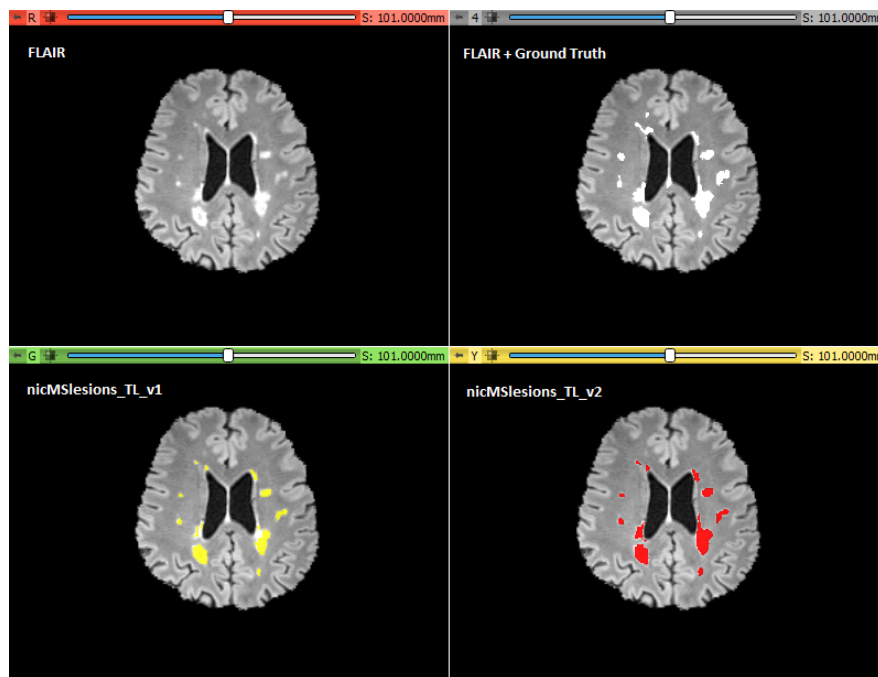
Cortes das segmentações NicMSLesions, treinados por transferência de aprendizado. Na primeira linha, há a sequência FLAIR e a segmentação manual. Já na segunda, a segmentação da versão 1 do modelo está em amarelo e a segmentação da versão 2 está em vermelho.
